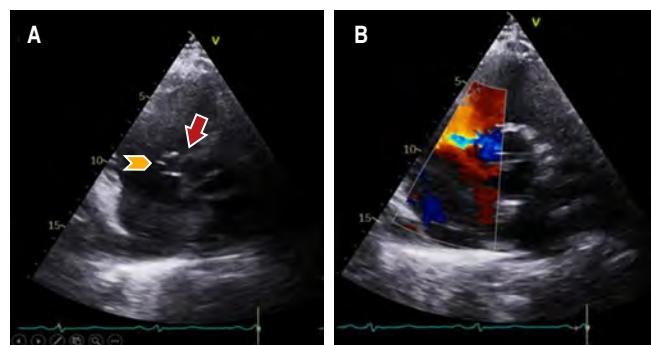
A) Eje corto que muestra aorta bivalva (punta de flecha) y rotura del seno de Valsalva coronario derecho (flecha). B) Doppler color que muestra flujo continuo de aorta hacia el VD.
